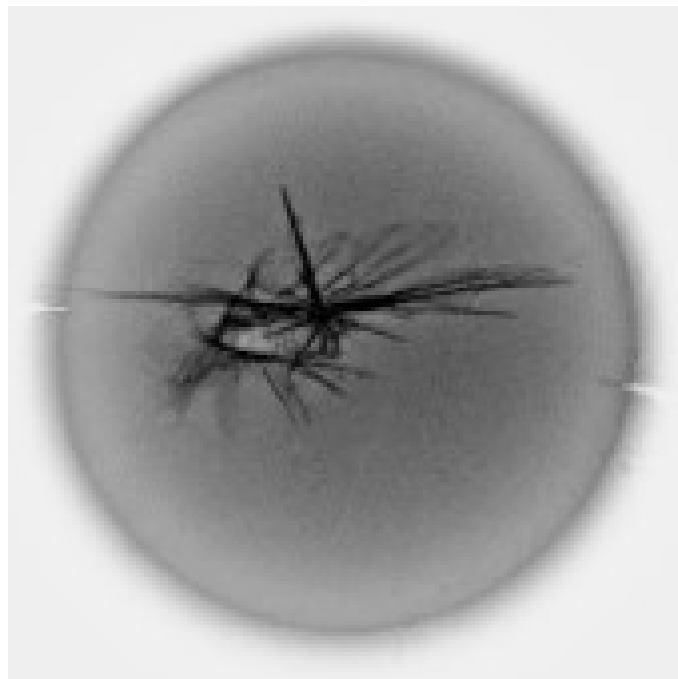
Вигляд вихідного отвору желатинового блоку на комп'ютерній томографії після пострілу кулею калібру 7,62 мм та попереднього контрастування «ранового каналу»
